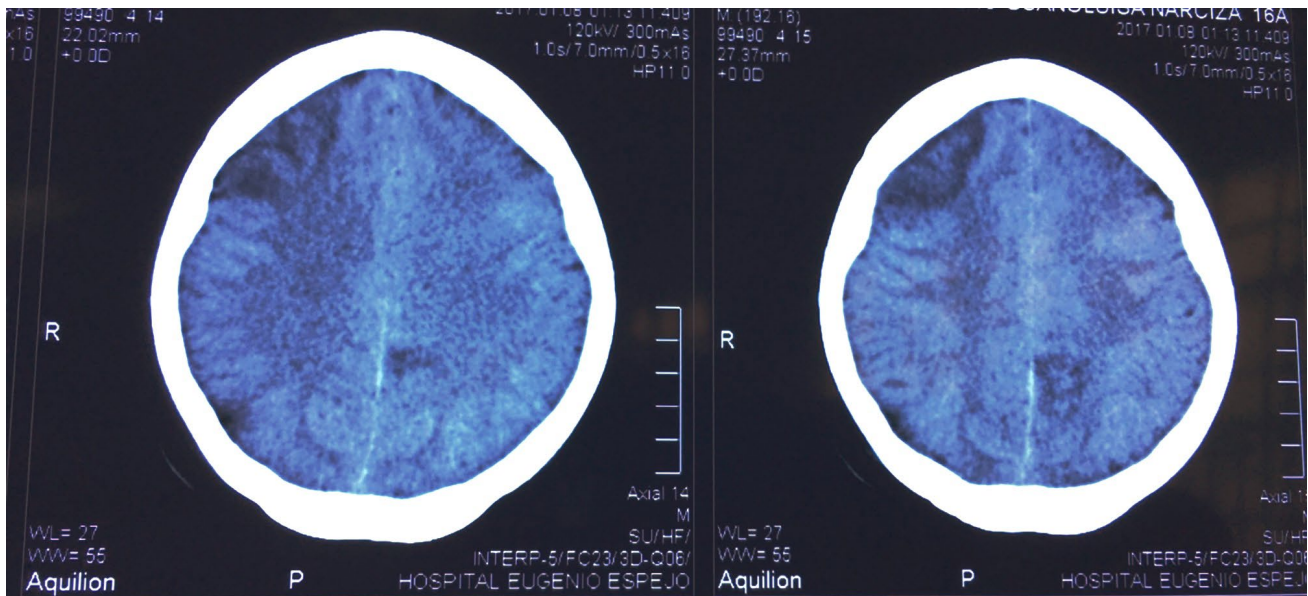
Tomografía simple de cráneo. Se observan áreas hipotecas córtico-subcortical región frontal y parietal derechas.
